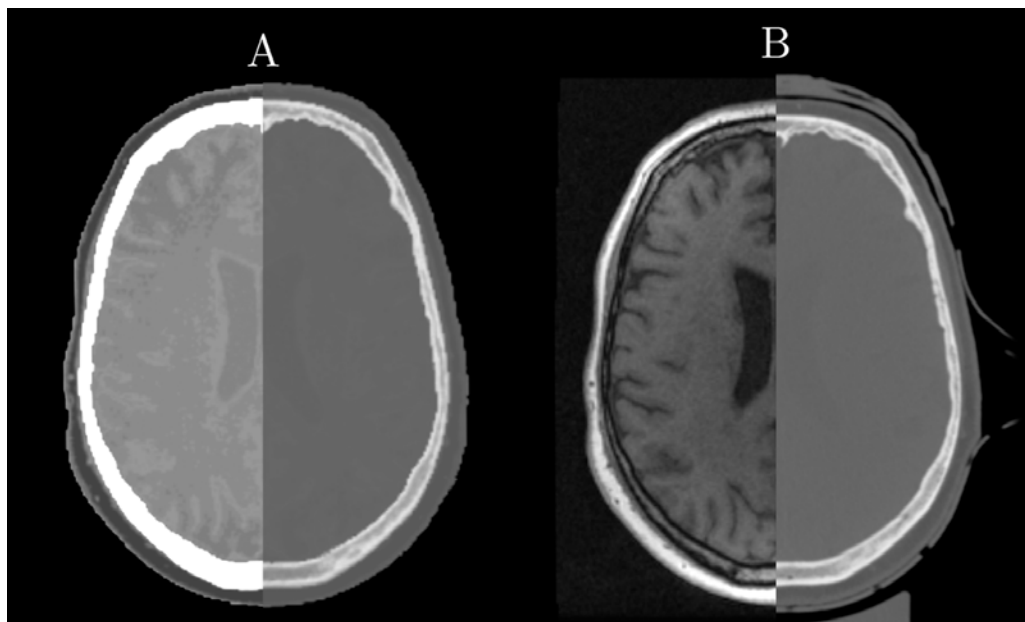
An example of a heterogeneous sCT of the head in (A) displayed with soft tissue window (left) and bone window (right). The original MR in-phase image is shown in (B) on the left and the standard planning CT in (B) on the right.
